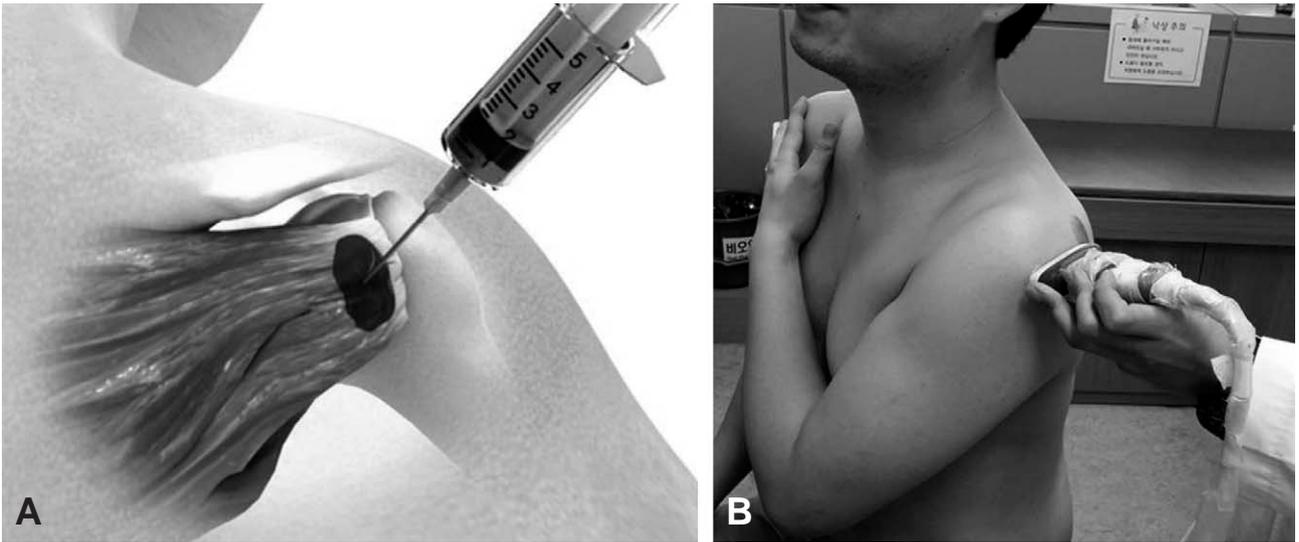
(A, B) Ultrasonography-guided intraspinus injection provides optimal imaging at the longitudinal plane.
